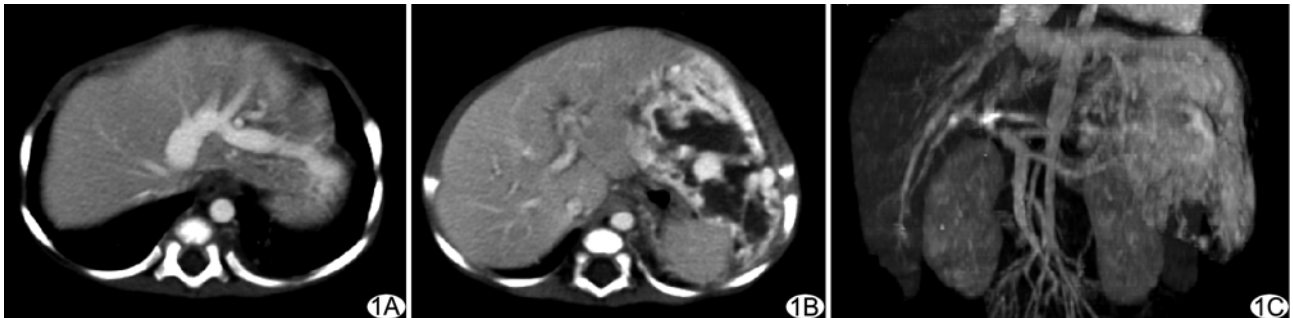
CT 增强扫描图 A. 动脉期可见粗大引流静脉显影; B. 门脉期见肝左叶巨大肿块不均匀增强; C. 肝脏增大, 腹主动脉变窄, 引流静脉为肝静脉
